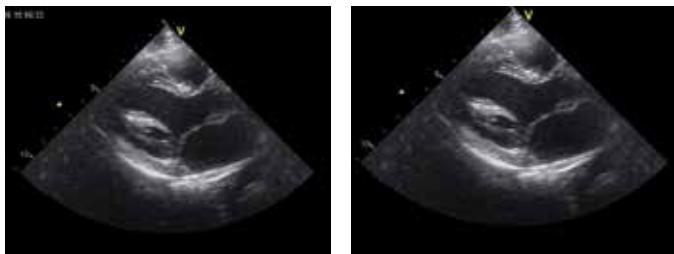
Эхокардиограммы в парастеральной позиции по длинной и короткой оси ЛЖ, большая рабдомиома расположена субэпикардиально за нижней, задней и боковой стенкой ЛЖ
